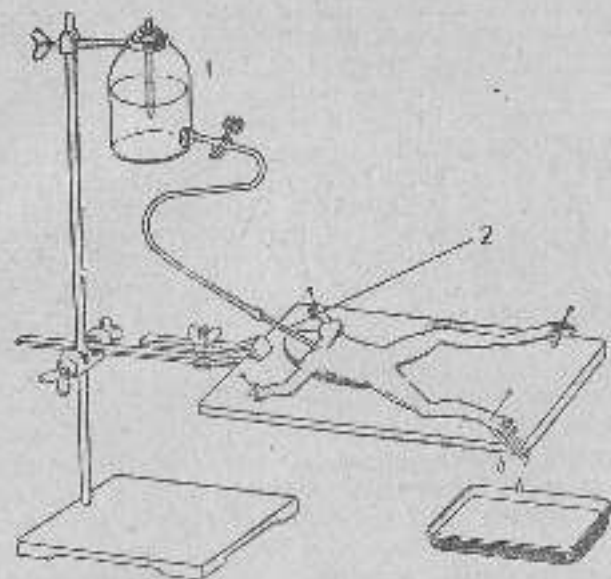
Экивентка для изучения перфузии сосудистой системы лягушки
